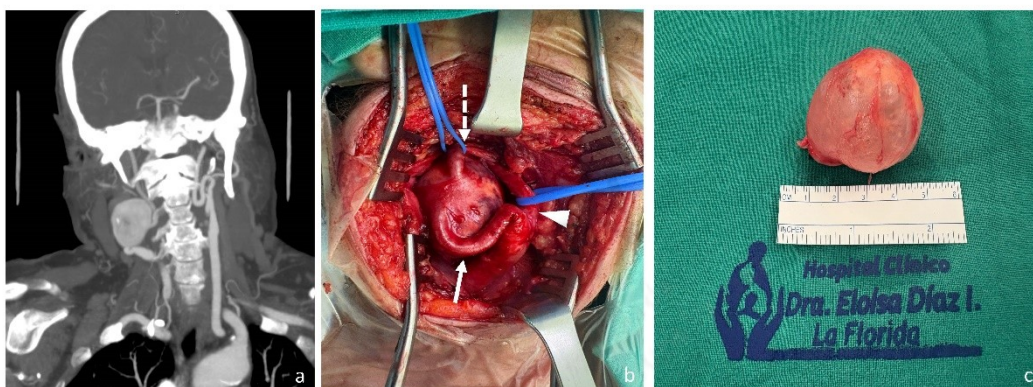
a) Corte coronal de la angiotomografía preoperatoria donde se puede evidenciar el aneurisma sacular dependiente de la arteria carótida interna. b) Imagen intraoperatoria del aneurisma, la punta de flecha señala la arteria carótida externa, la flecha continua y punteada señalan la carótida interna en sus ramas aferente y eferente respectivamente. c) Pieza operatoria llena con solución salina una vez resecada.
